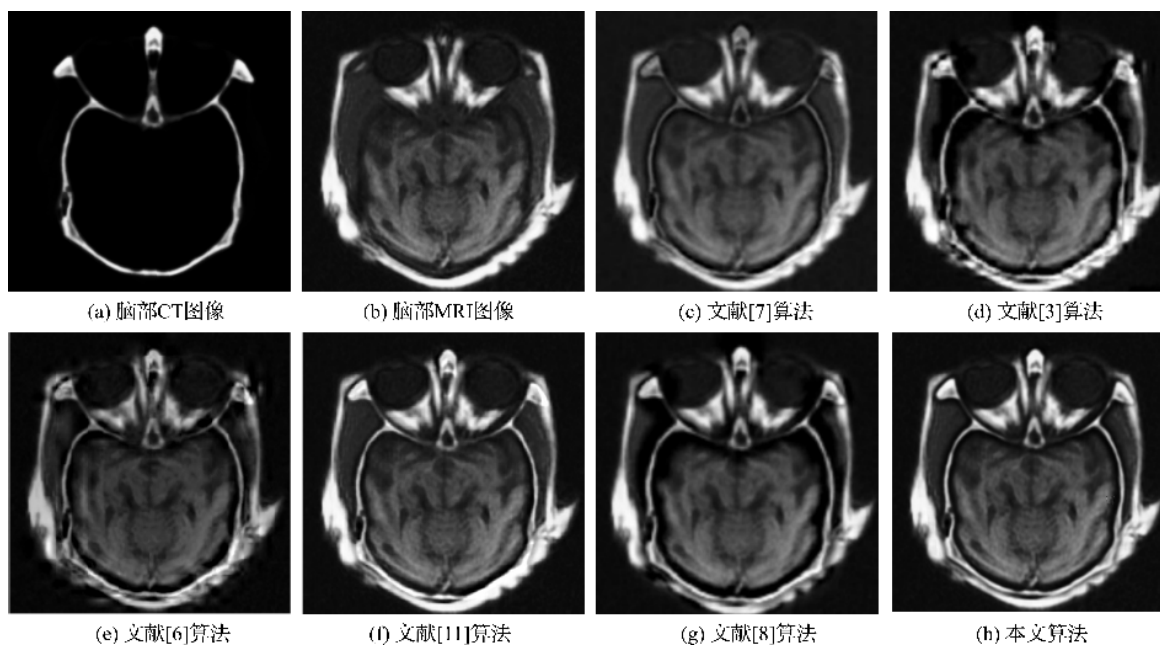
正常人体脑部 CT/MRI 图像的融合结果
